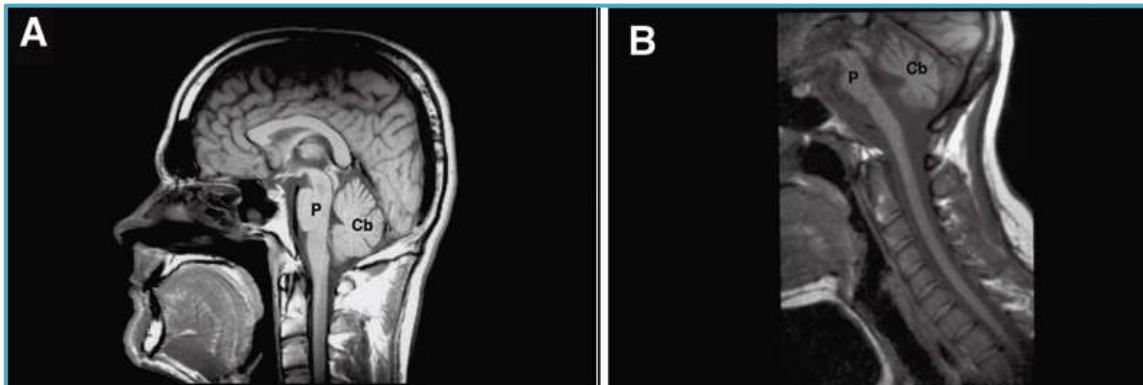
Resonancia magnética de A) individuo sano y de B) individuo con 52 repeticiones CAG. Se señala el cerebelo (cb) y puente de Varolio (p), notando que el individuo en condición patológica presenta una atrofia notoria de estas regiones (Martin, JJ. 2012).
